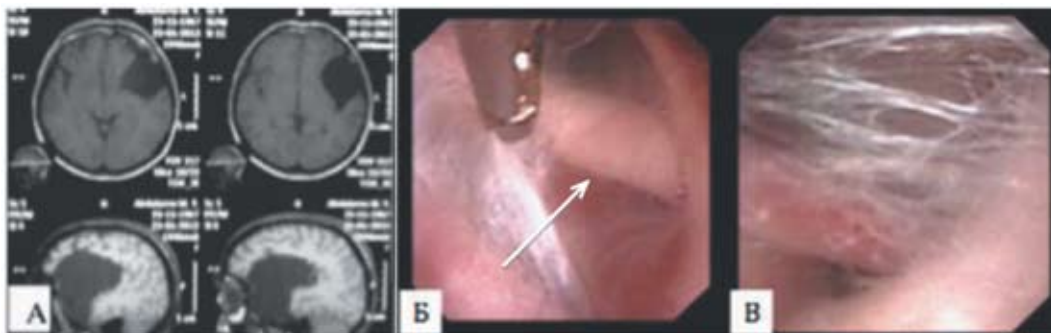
Эндоскопическая фенестрация арахноидальной кисты средней черепной ямки гибким эндоскопом. А. — МРТ головного мозга (T1 взвешенные изображения. Ax., Sag.): арахноидальная киста СЧЯ, Б. — вид через эндоскоп: перфорация стенки кисты щипцами (обозначено стрелкой). В. — вид через эндоскоп: препонтина цистерна.
